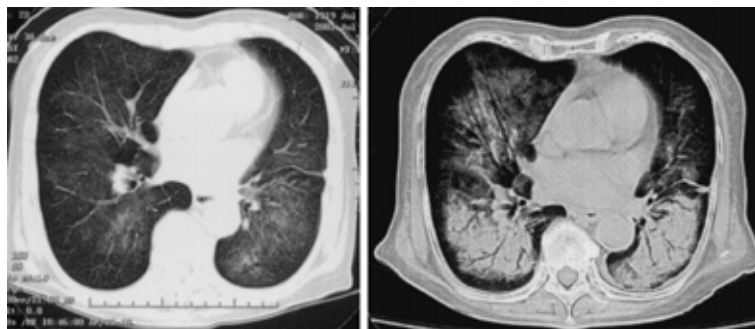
Chest CT scan on 16 July 2001 demonstrating ground-glass opacities ( left ) Chest CT scan ( 24 July 2001 ) demonstrating air-space consolidation with air-bronchogram ( right )
